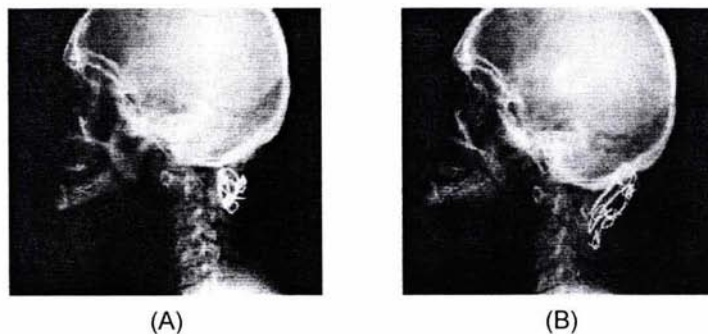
y 14B. Radiografías posquirúrgicas a la reducción de la luxación
